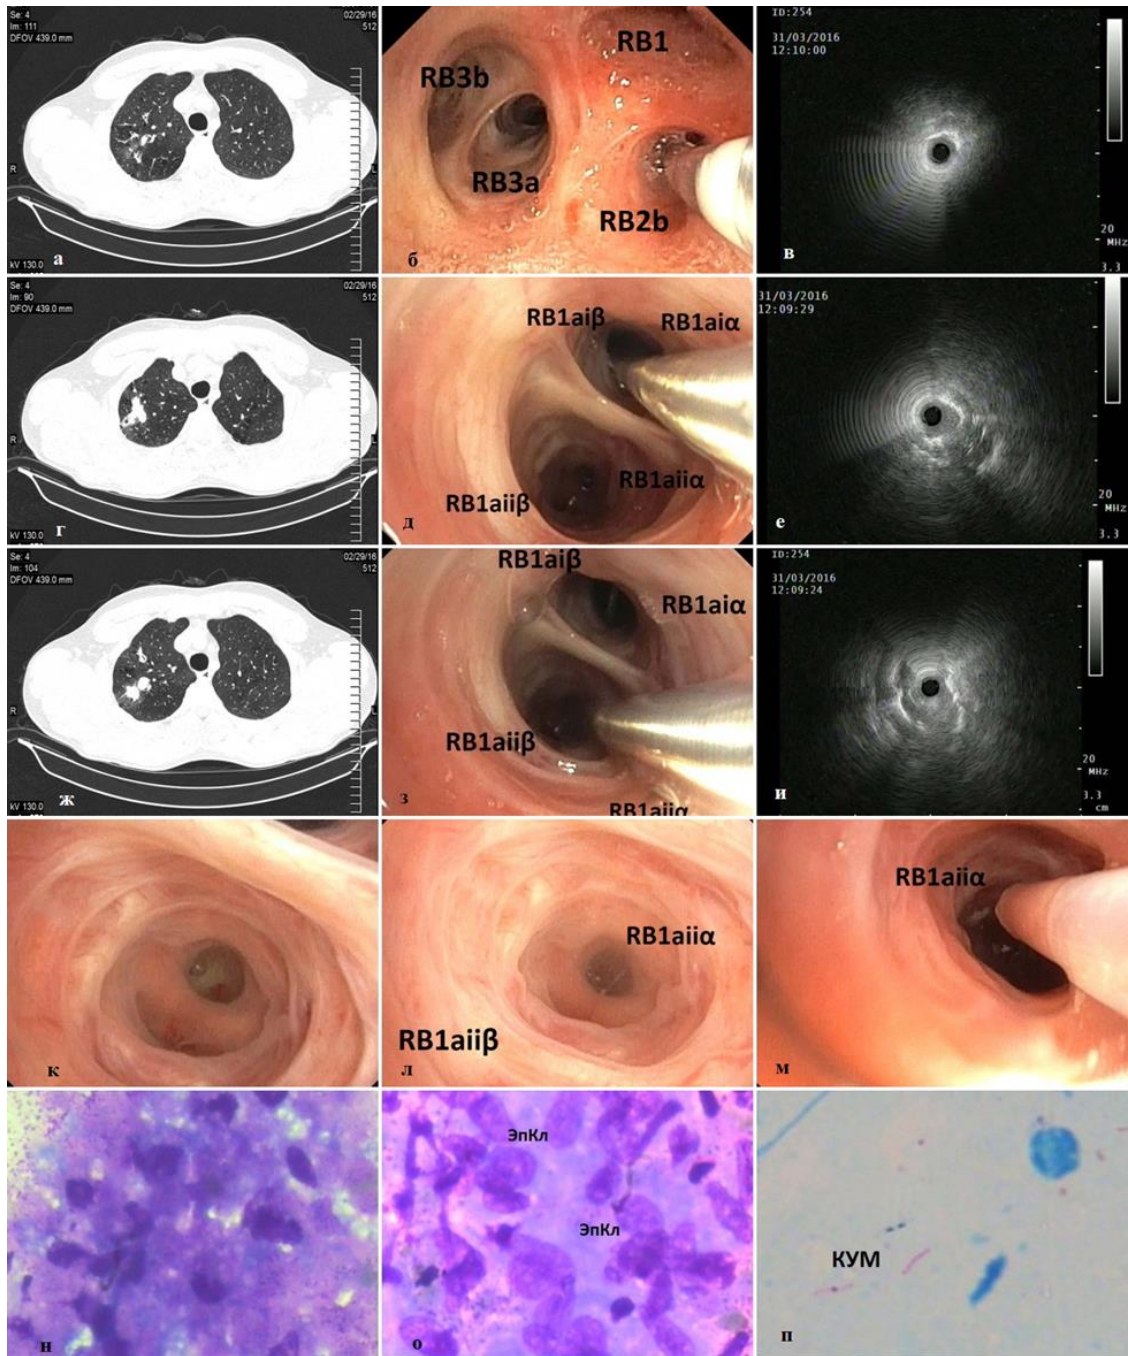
Данные КТ ОГК и проведения этапов бронхоскопии с навигацией рЭБУС у пациента, представленного в клиническом наблюдении
